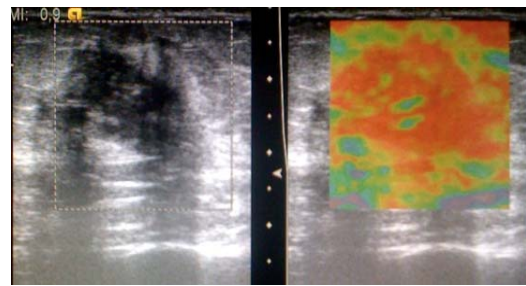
Leziune mamară, dimensiuni mărite elastografic față de ecografia convențională - Scor 4
